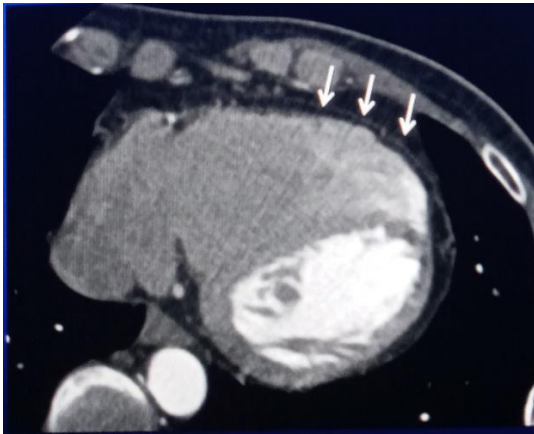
TDM thoracique vue péricarde [8]
